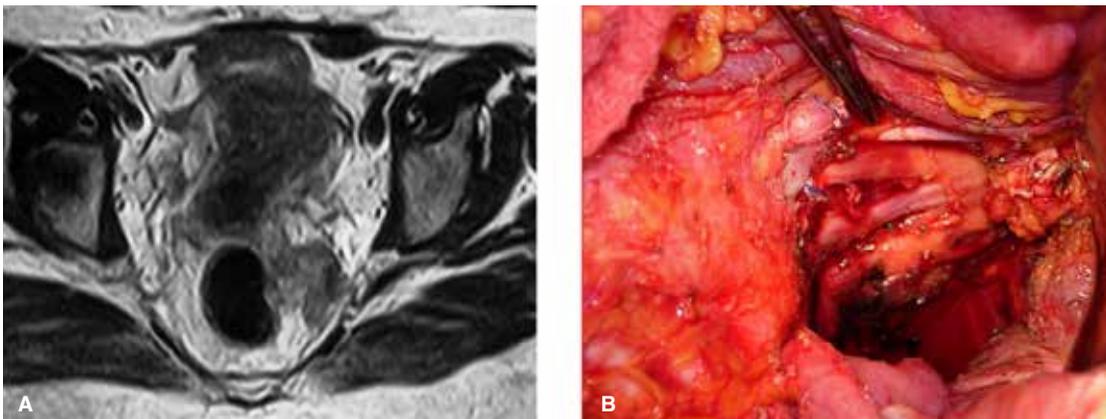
Corte axial de resonancia magnética que muestra una RLCR en contacto con las raíces sacras. En B se observan seccionados los vasos hipogástricos izquierdos por arriba de la emergencia de los vasos glúteos. Se expone el plexo sacro y el tronco lumbar que van a reunirse para formar el nervio ciático. En contacto con la pinza se observa el nervio obturador.
